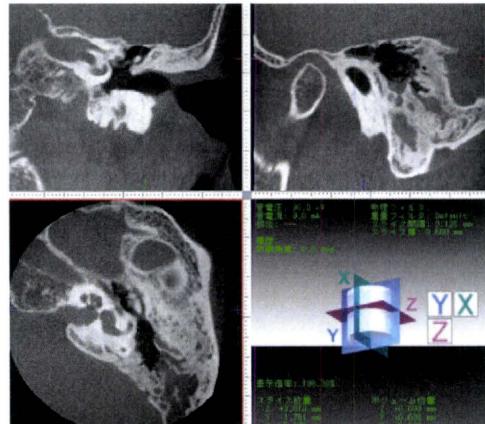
初診時 CT 所見。乳突洞抹消に軟部陰影が確認される。
